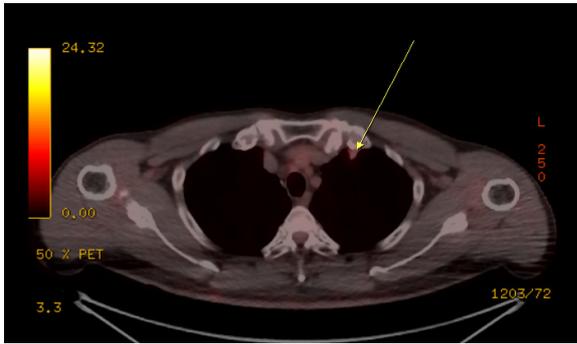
Positron emission tomography (axial view) shows 1.7cm sized hypermetabolic nodule in left upper lobe of lung.
